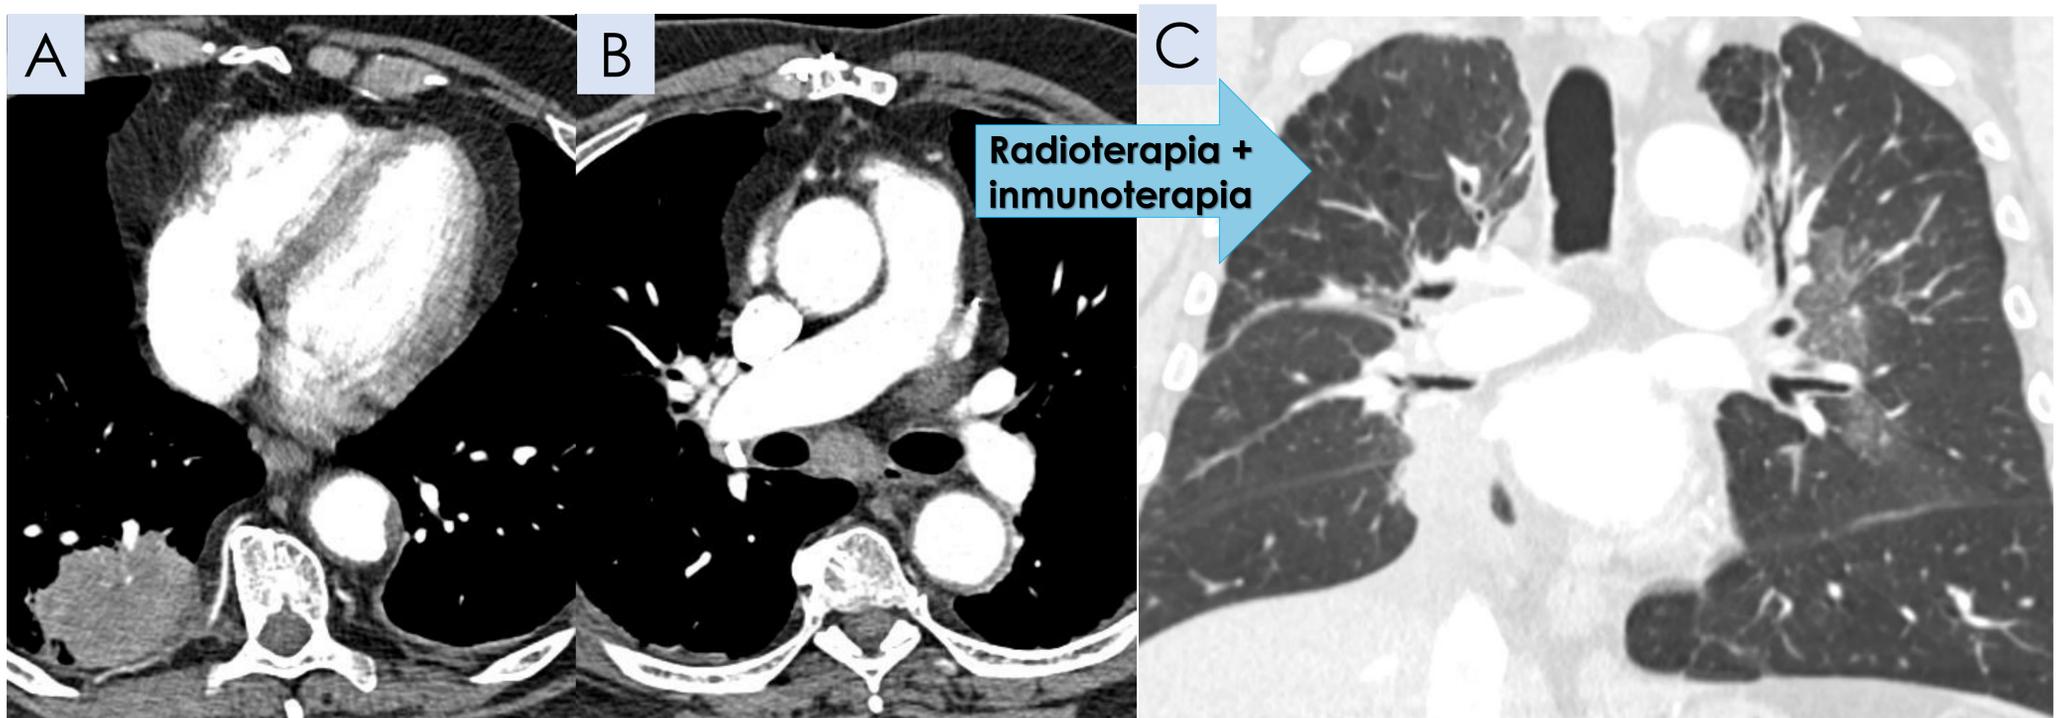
(A) TC de tórax del diagnóstico con masa pulmonar derecha y (B) adenopatías mediastínicas en relación con adenocarcinoma pulmonar. (C) TC de tórax tras la inmunoterapia con opacidades en vidrio deslustrado paramediastínicas, localizadas dentro del área previamente radiada.
